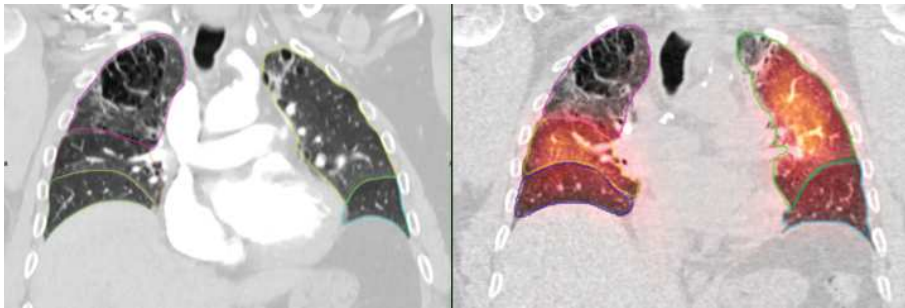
Coronal slice showing manual segmentation of lung lobes on (A) DECT and (B) SPECT/CT. Magenta = right superior lobe; yellow = right middle lobe; blue = right inferior lobe; green = left superior lobe; cyan = left inferior lobe.
